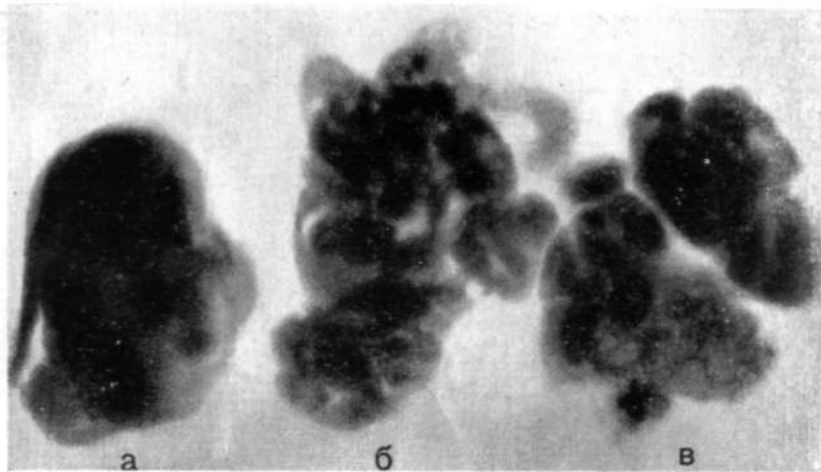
Рентгенограммы опухолей, удаленных из средостения.
